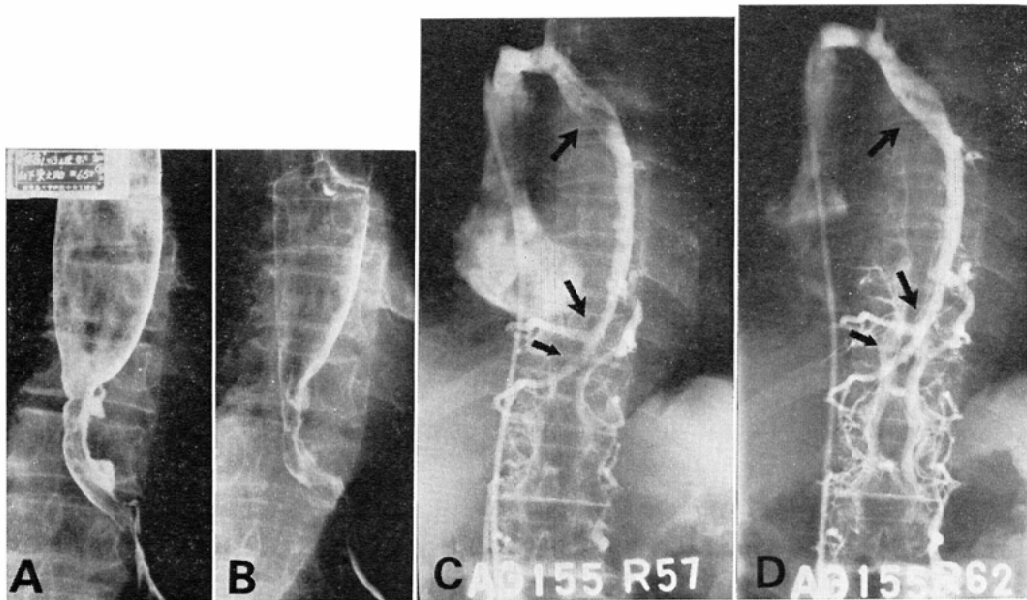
Roentgenogram of the esophagus. A) Spiral typed tumor prior to irradiation. B) After pre-operative irradiation with dose of 3,800R ( $^{60}\text{Co}$ ). Improvement of tumor was achieved. C) Retrograde azygogram showed "faint visualization" (arrows), "over-flow" and "back-flow" of the azygos system. These abnormal findings might suggest not only mediastinal invasion at the site of primary lesion (lower arrows) but also nodular metastasis (upper arrow). D) Repeat retrograde azygogram obtained after pre-operative irradiation for the main and metastatic lesions. In this case the above mentioned abnormal findings have been remarkably improved like normal limits from Grade II.
